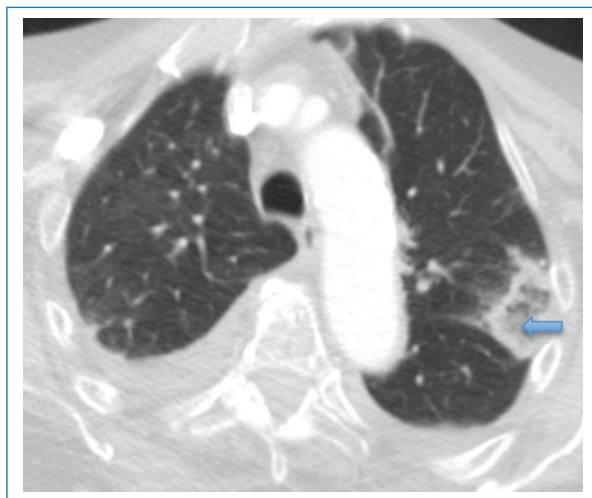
Imagen de TC con reconstrucción de parénquima pulmonar en el plano axial. Se observa imagen de halo invertido en paciente COVID-19, presentaba además derrame pleural bilateral por sobrecarga hídrica.
